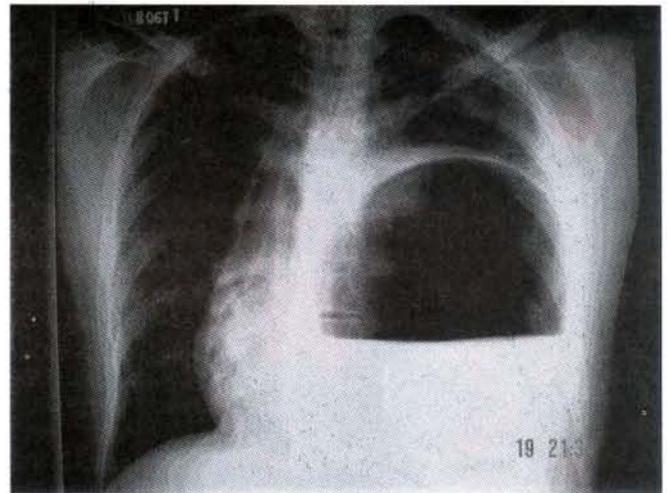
Radiografía PA Tórax. Obsérvese nivel hidroaéreo y desplazamiento mediastínico en hemitórax izquierdo.
